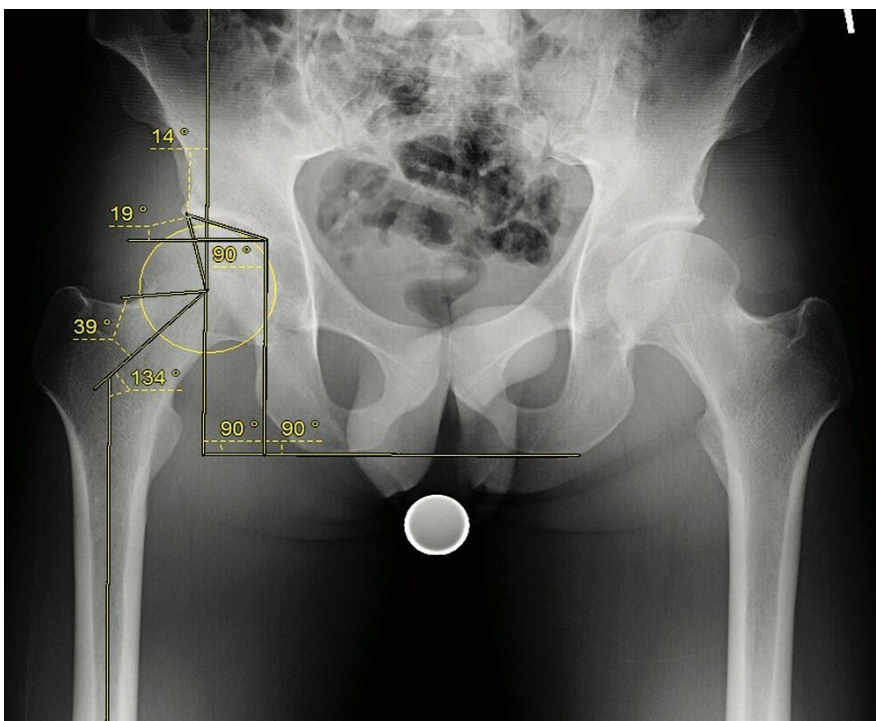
Рентгенограмма тазобедренных суставов в прямой проекции у профессионального артиста балета иллюстрирует измерение шейчно-диафизарного угла (ШДУ) – 134°, угла Виберга – 14°, Тönnis угла – 19° и Альфа угла – 39° [17; 18].
